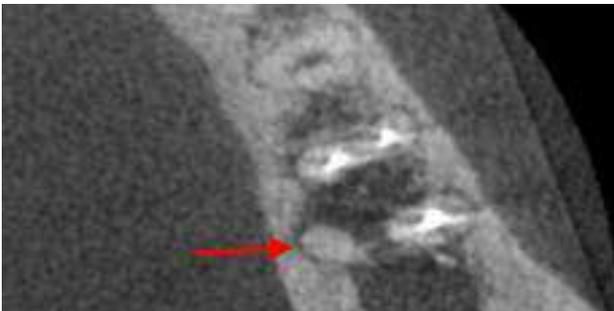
(b) : coupe axiale d'un CBCT réalisé avant la consultation initiale montrant une petite racine surnuméraire non traitée en lingual de la racine distale (flèche rouge), en rapport avec les deux images radioclares.
